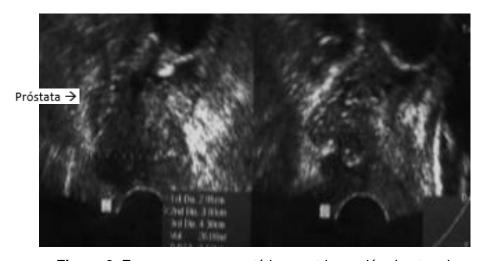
Ecosonograma prostático post-inyección de etanol.
